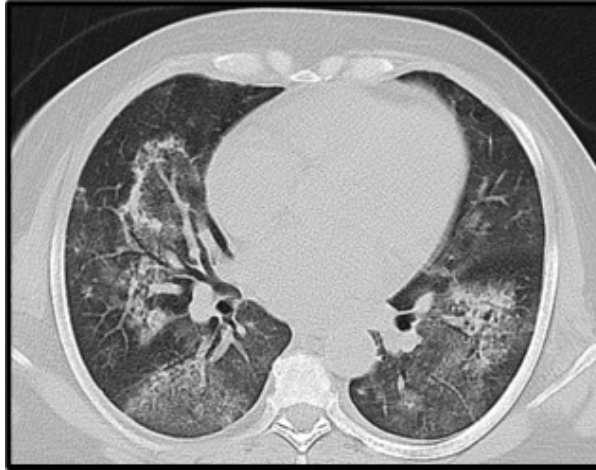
Tomografía computarizada de tórax simple en proyección axial que evidencia áreas de vidrio deslustrado en zonas periféricas asociado a áreas de infiltración alveolar bilaterales de predominio más central, sugestivos de hemorragia alveolar difusa.
